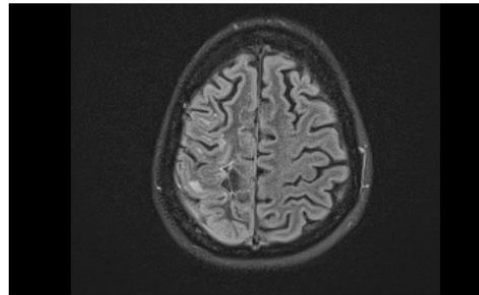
Diffusion-weighted MRI scan showing multilocal hyperintensity.
